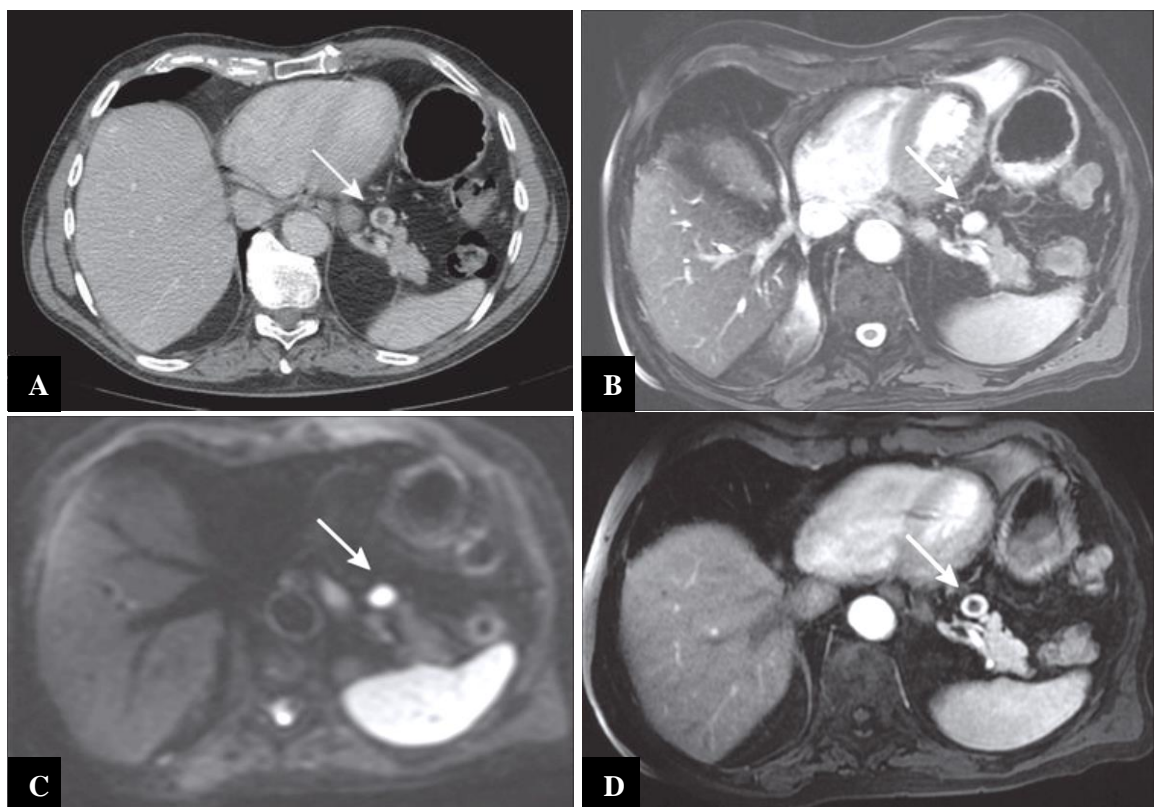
Insulinome pancréatique (flèche). Petite tumeur bien limitée de rehaussement anneau à la TDM (A) et en IRM (D), de signal hyperintense en T2 (B) et en diffusion b800 (C) (237).
